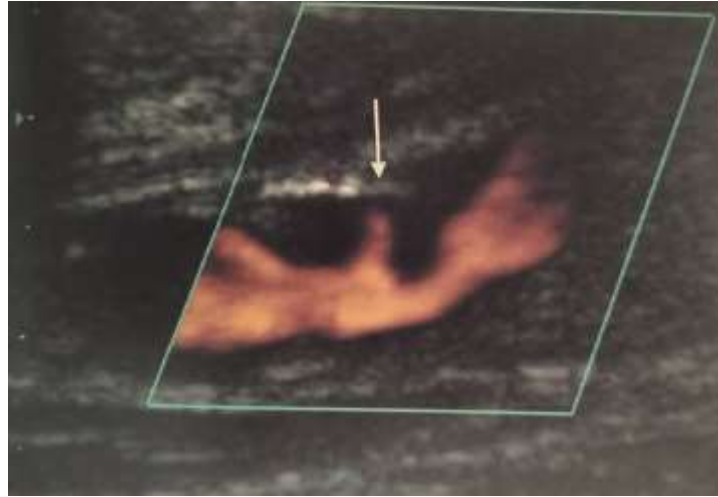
Ulcération profonde de la plaque (flèche) dans l'artère carotide interne gauche sur une image doppler de puissance (plaque remplie de lipide)[188].
